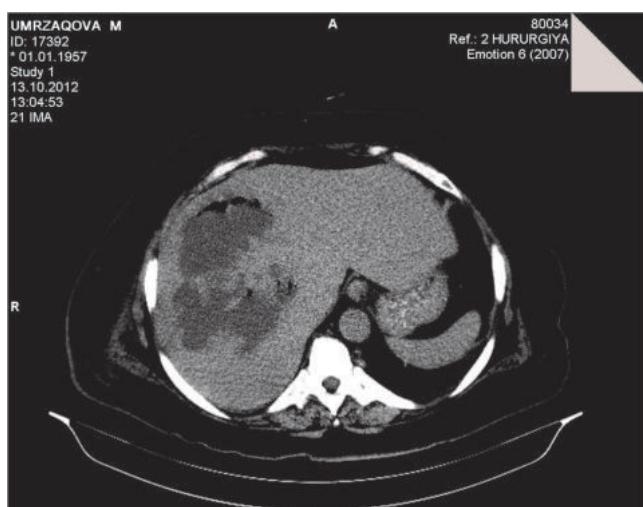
МСКТ: абсцесс печени.
